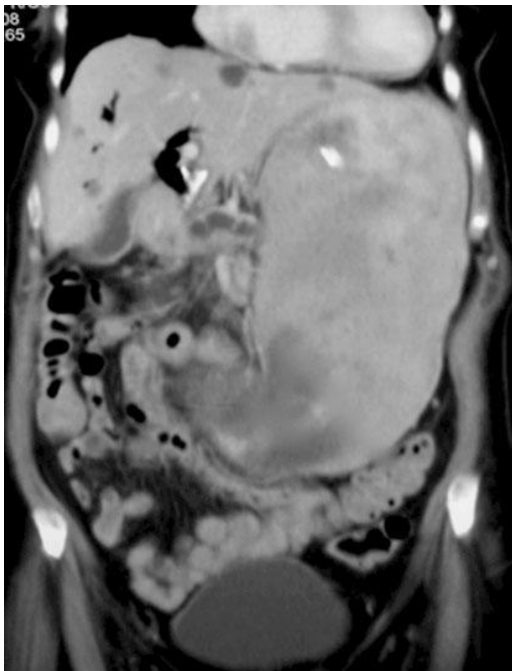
TAC abdominal que muestra gran dilatación gástrica por obstrucción pilórica
